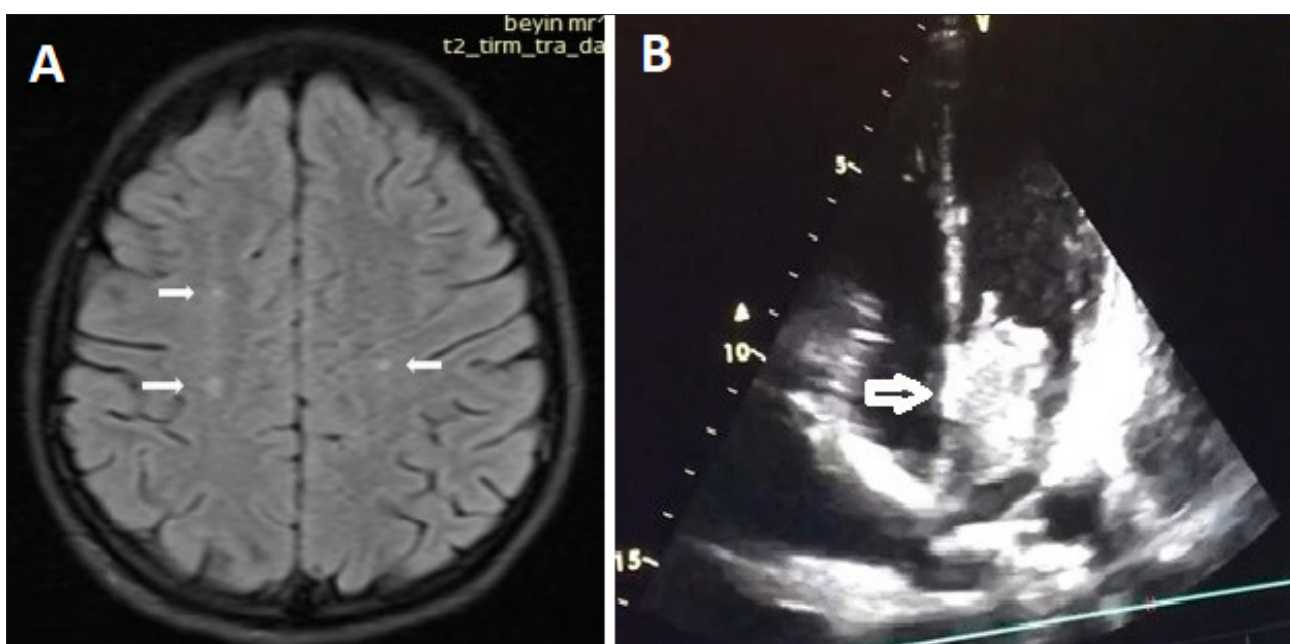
A) Hyper intense white matter lesions in T2 series of cranial MRI (Arrows). B) The mass that fills the left atrium almost completely (Arrow)
